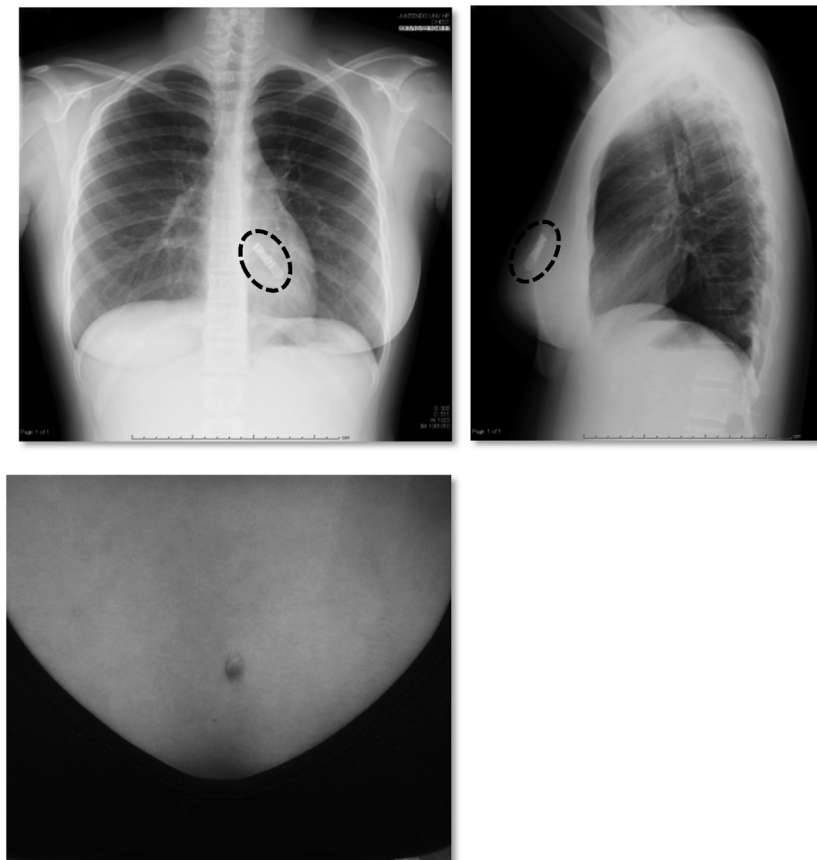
Chest X-ray and wound condition after ICM implantation
